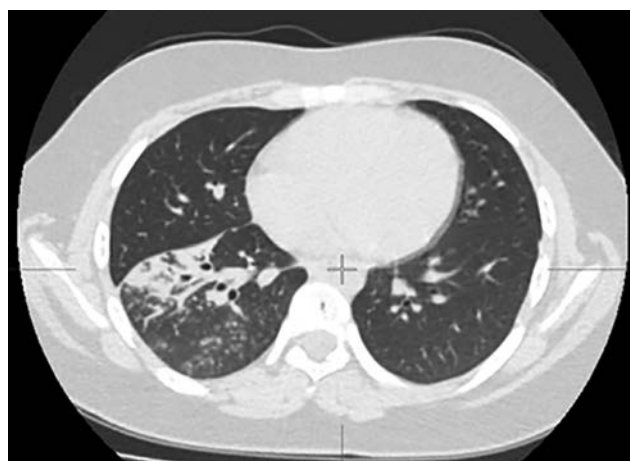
МСКТ органов грудной полости при поступлении в стационар — массивная инфильтрация и очаги в нижней доле правого легкого
